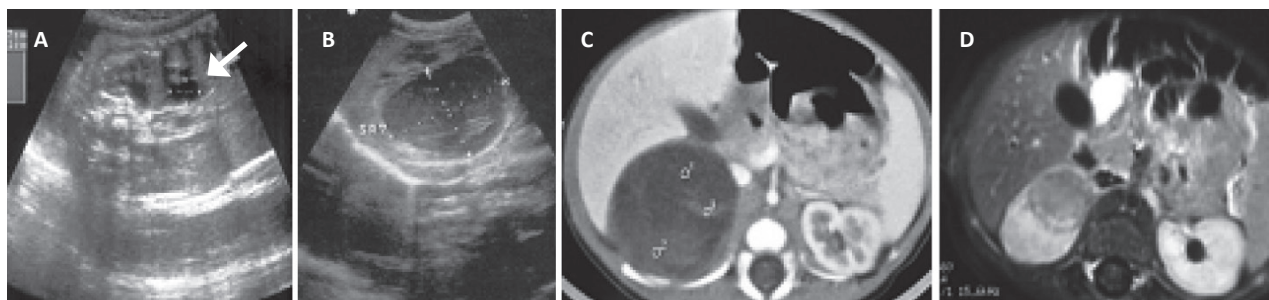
(A) Ecografia pré-natal do terceiro trimestre: massa quística na glândula suprarrenal direita; (B) Ecografia pós-natal no primeiro mês: massa quística suprarrenal de maior diâmetro de 4,3 cm; (C) TC abdominal no primeiro mês: massa quística sugestiva de hemorragia da suprarrenal; (D) RM no primeiro mês e meio: massa sólida (3,4 x 1,4 cm) com componente hemorrágico.
